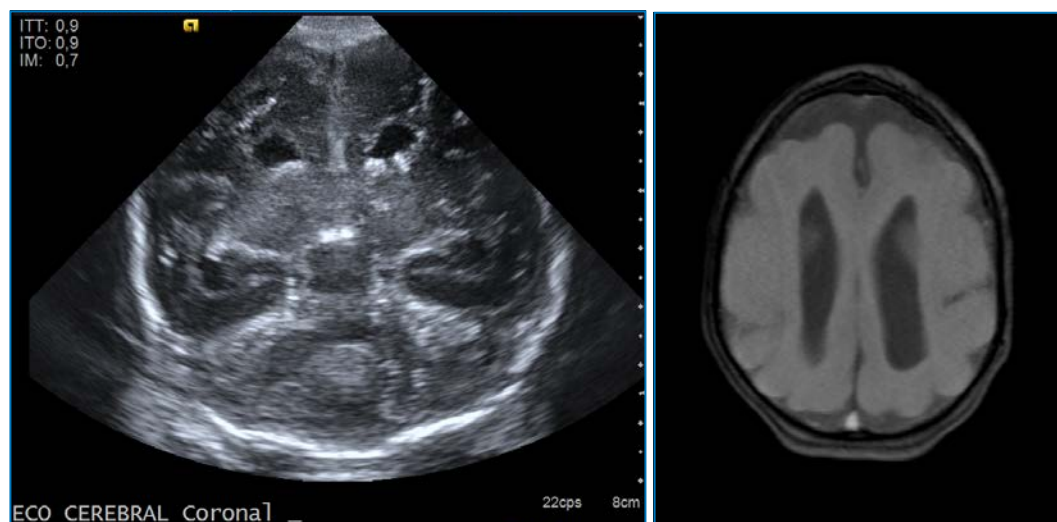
Ecografia transfontanel lar i RM postnatal.
